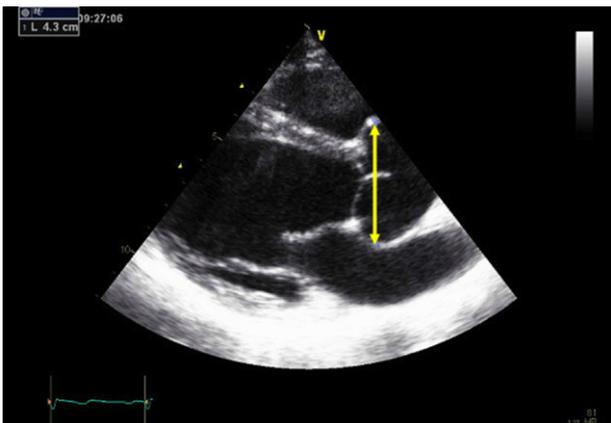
Ecocardiograma transtorácico previo a gestación que muestra raíz aórtica dilatada con diámetro máximo de 43 mm.
